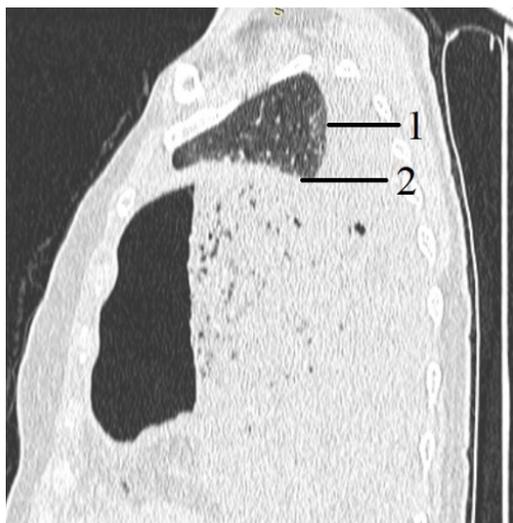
КТ груди: 1 – коллабированное легкое; 2 – желудок в плевральной полости
